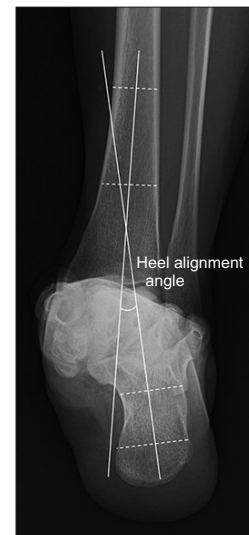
The hindfoot alignment radiograph showed the hindfoot alignment angle.
